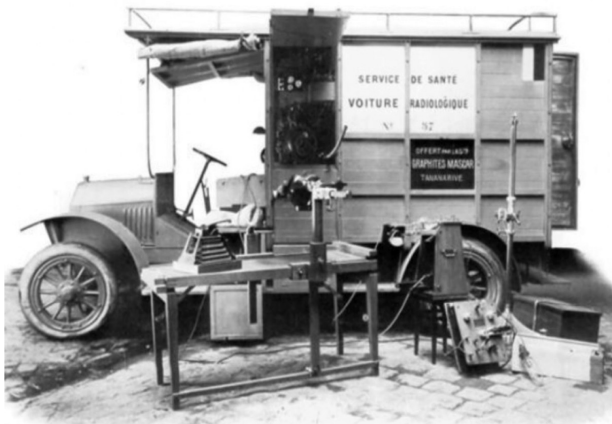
Пересувний рентгенівський апарат Марії Кюрі
